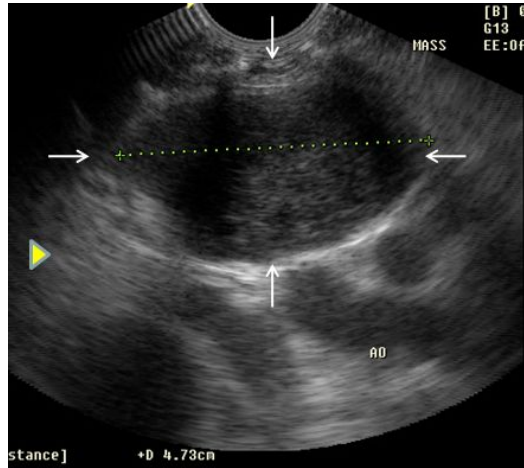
Ultrasonography of thoracic lymph node. The lymph node is irregular, rounded, hypoechoic, heterogenous, and measures 2.64 cm SA* x 4.73 cm LA*, for a SA/LA ratio of 0.56. Note the irregular contour and hyperechoic perinodal fat (arrow head).
